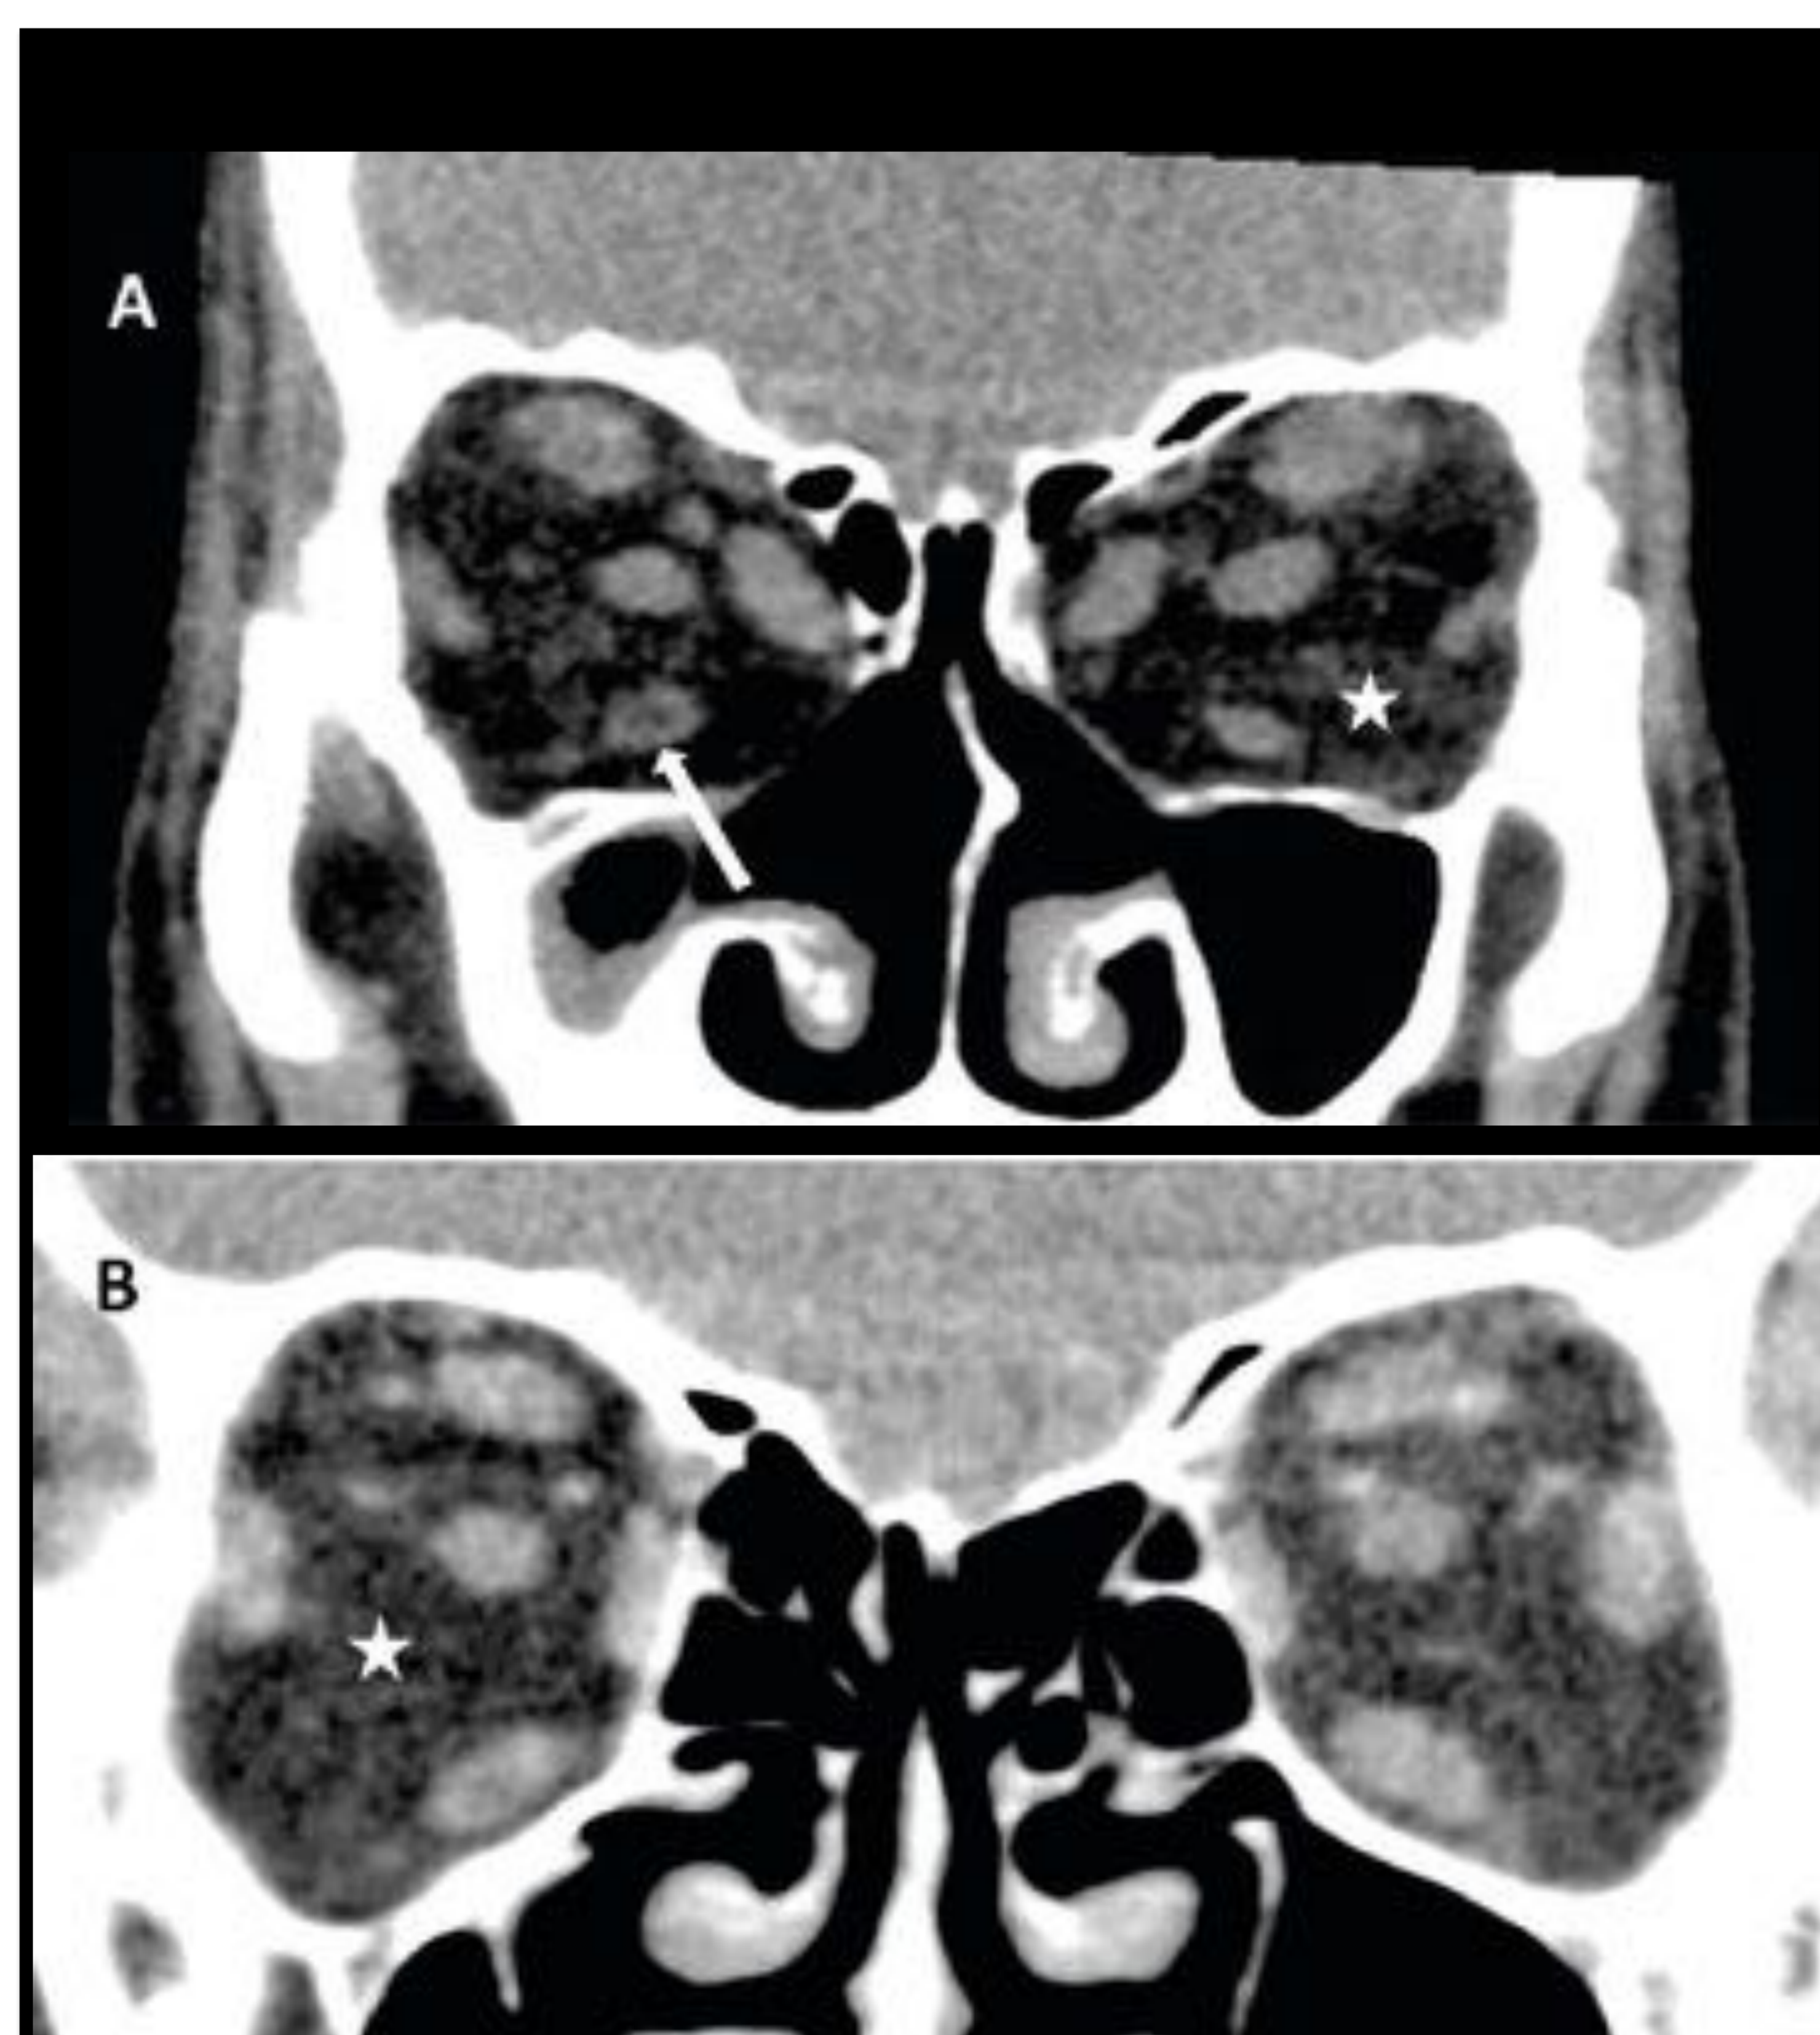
Imágenes de TC coronal de órbitas sin contraste de dos pacientes con orbitopatía de Graves. Aumento del volumen de la grasa intra y extraconal en ambas órbitas (asterisco). Este hallazgo puede ser el único visualizado en pacientes con orbitopatía tiroidea. Leve engrosamiento de la musculatura extraocular en ambos pacientes. Infiltración grasa del músculo recto inferior derecho como signo de cronicidad (flecha) (A).
